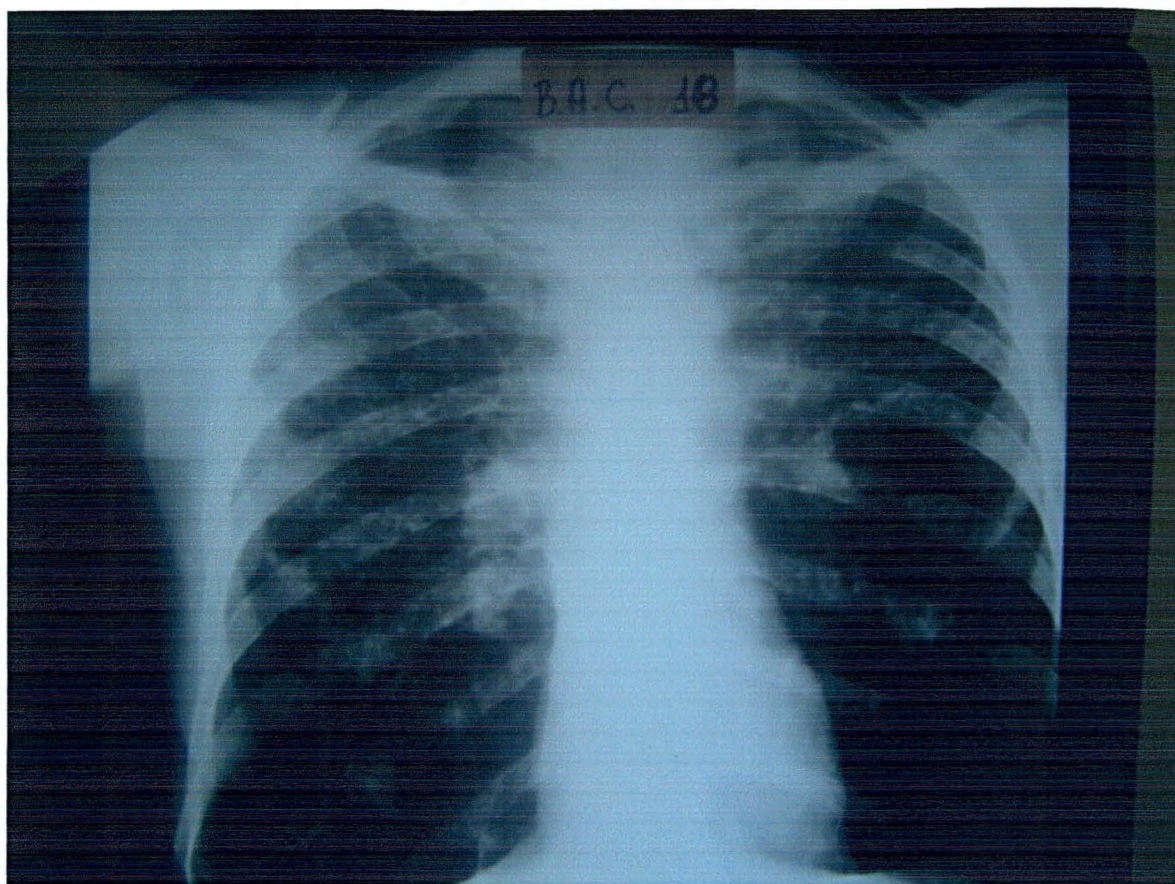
Paciente 72. Radiografia de tórax do paciente evidenciando lesões opacificações em ambos os pulmões.
